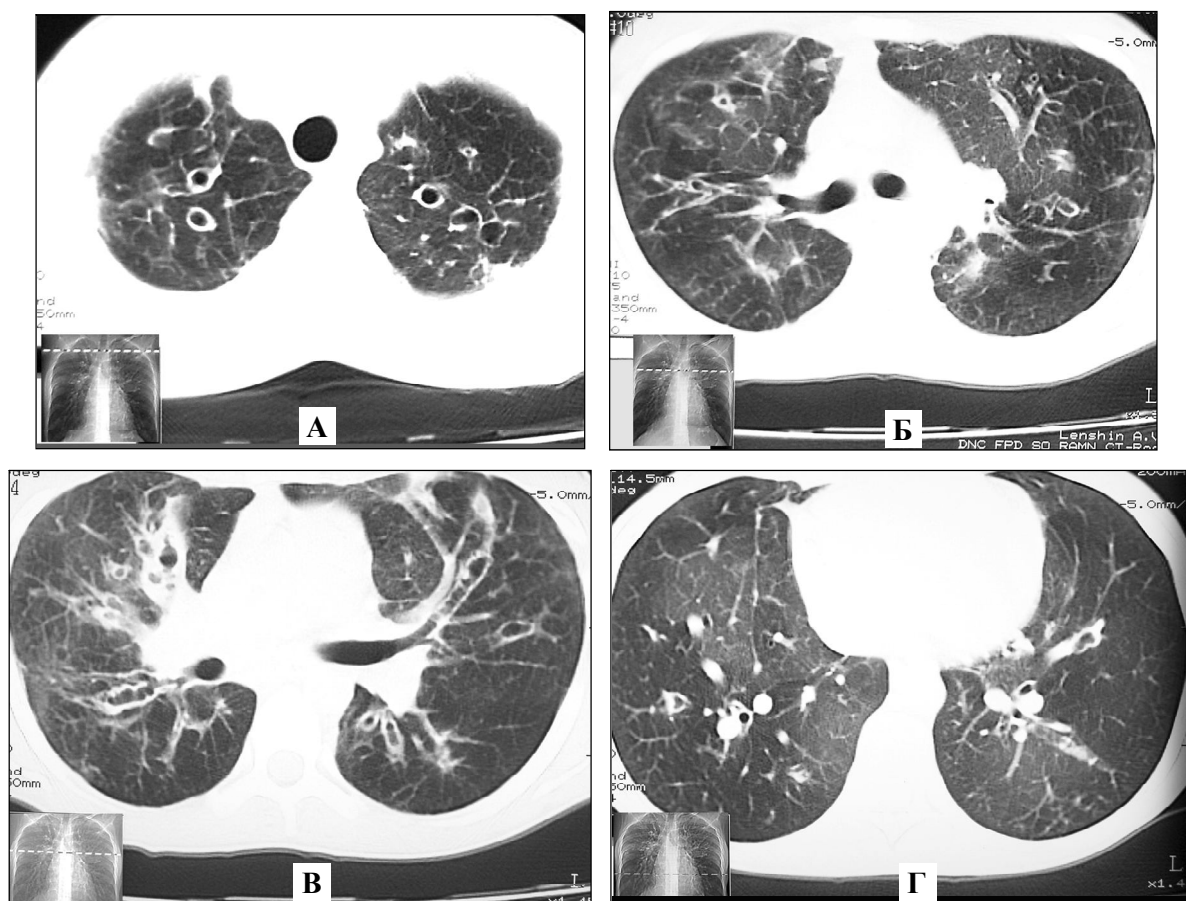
Серия срезов компьютерных томограмм на различных уровнях больной МВ. А – верхушечные сегменты: кольцевидные структуры с неравномерно утолщенными стенками, обусловленные бронхоэктазами (поперечное сечение - симптом «перстня»; мозаичная перфузия). Б – бифуркационный срез: преобладает мозаичная перфузия; очаговый и линейный пневмофиброз; нерезко выраженная бронхоэктазия; фокусная, различной величины полисегментарная инфильтрация. В – срединный срез: преобладает симметричная значительно выраженная перибронхиальная инфильтрация; резко расширенные, слепо и конически заканчивающиеся бронхи; стенки бронхов утолщены, уплотнены (продольное сечение - симптом «трамвайного пути»); часть бронхов заполнены секретом; ячеистая трансформация легочного рисунка; массивный плеврорегочный фиброз; нерезко выраженная мозаичная перфузия. Г – срез нижних зон легких: преобладает мозаичная перфузия; ячеистая трансформация легочного рисунка; видны отдельные эктазированные бронхи.
